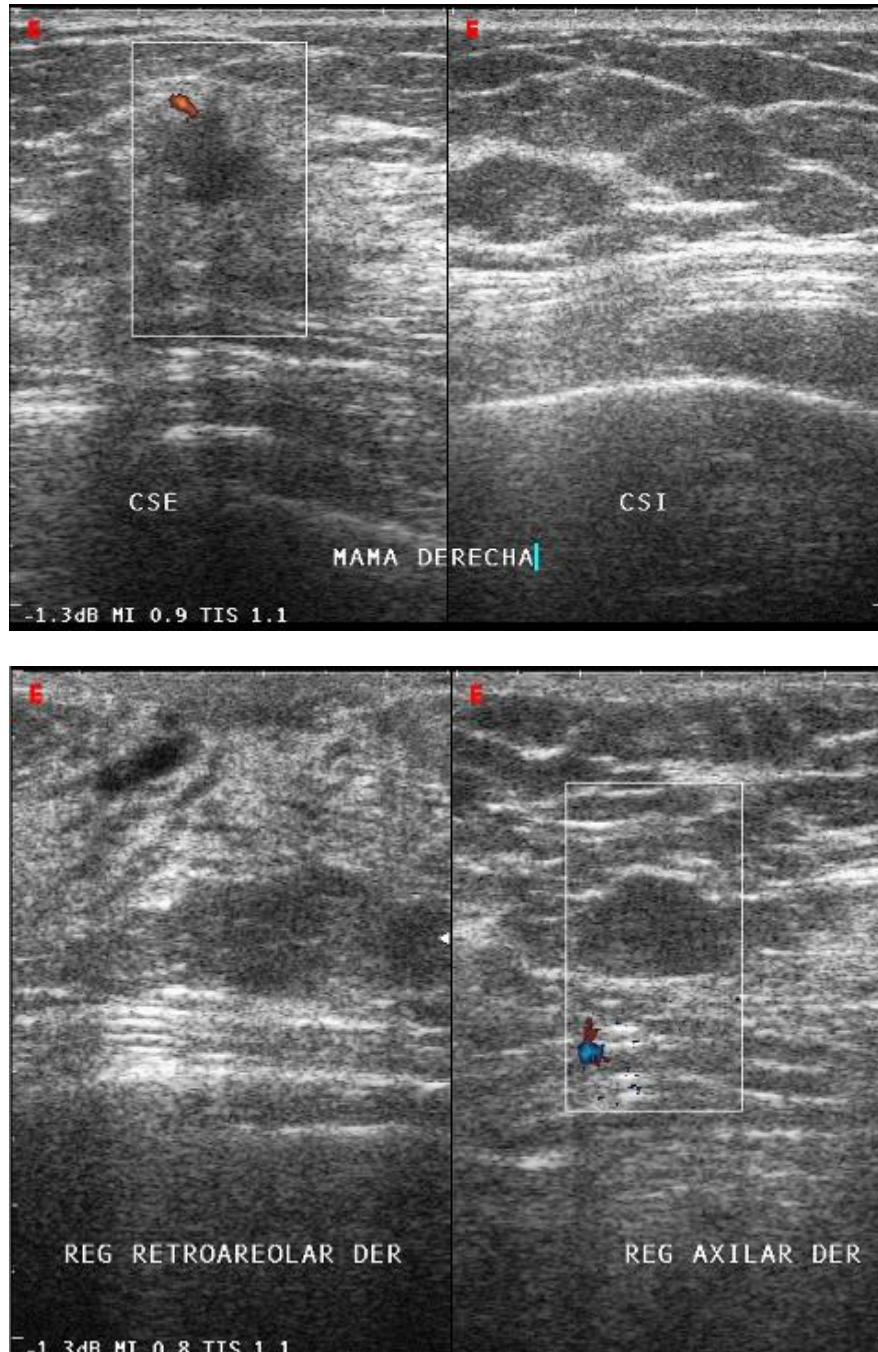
Se le realiza ecografía complementaria a la paciente previa donde se observa imagen amorfa, mal delimitada, ecoestructura hipoecoica, eje mayor perpendicular al de la piel, al modo Doppler color con vascularidad central. Resultado de patología carcinoma ductal infiltrante.
